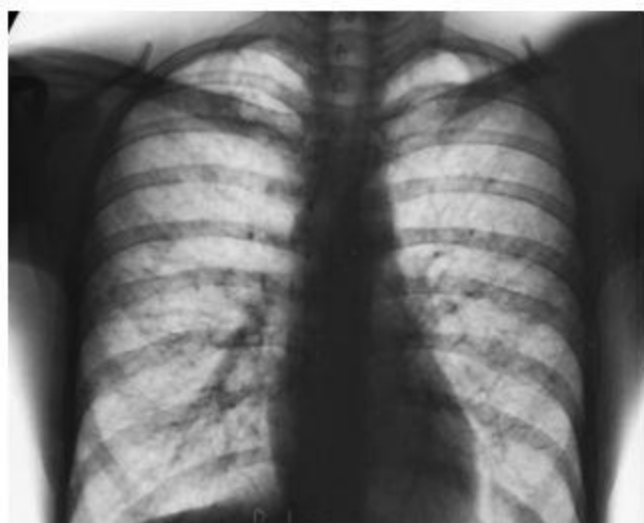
Прямая рентгенограмма грудной клетки больного П., 24 года, от 18.11.2011 г.
